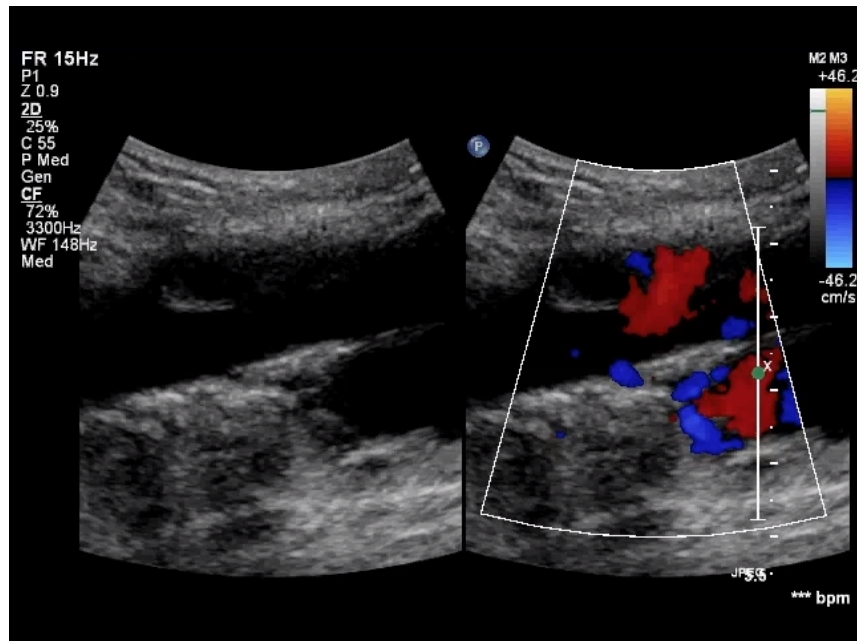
Doppler de amplitude da porção distal da aorta / artéria ilíaca comum esquerda
